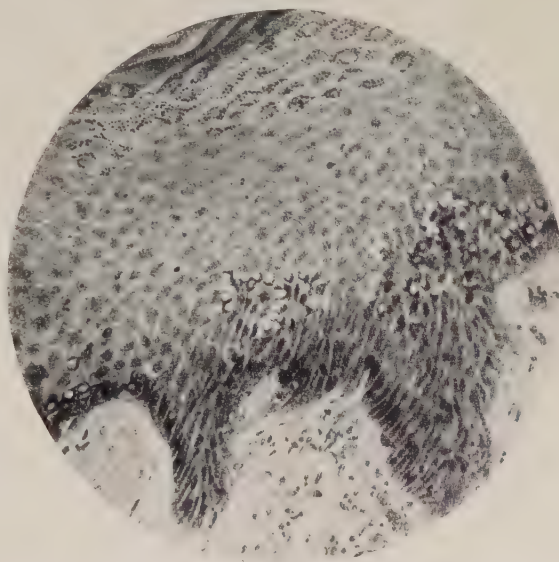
Starke Verbreiterung der Epidermis mit Kerndegeneration (Vakuolenbildung) bei Röntgenspätbeschädigung. Nach Fahr.
